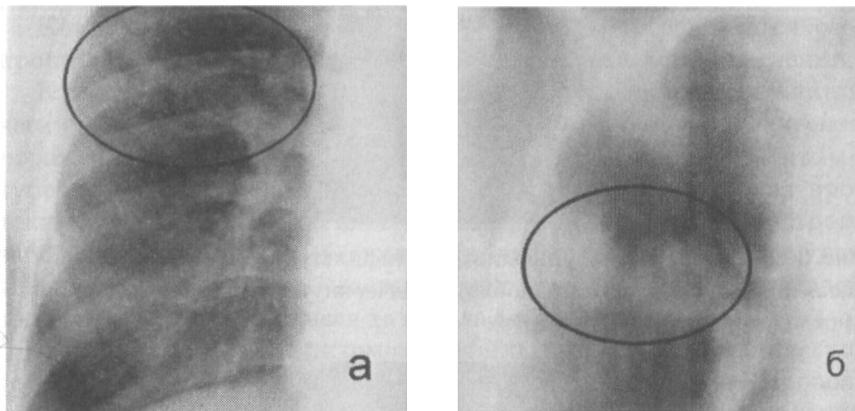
Инфильтративный туберкулез легких [обзорный снимок (а) + томограмма (б)]. В верхней доле правого легкого определяются 2 фокуса размерами 3х3 см, с неровными контурами, неоднородной структуры. Вокруг определяются многочисленные мелкие очаговые тени средней интенсивности.
